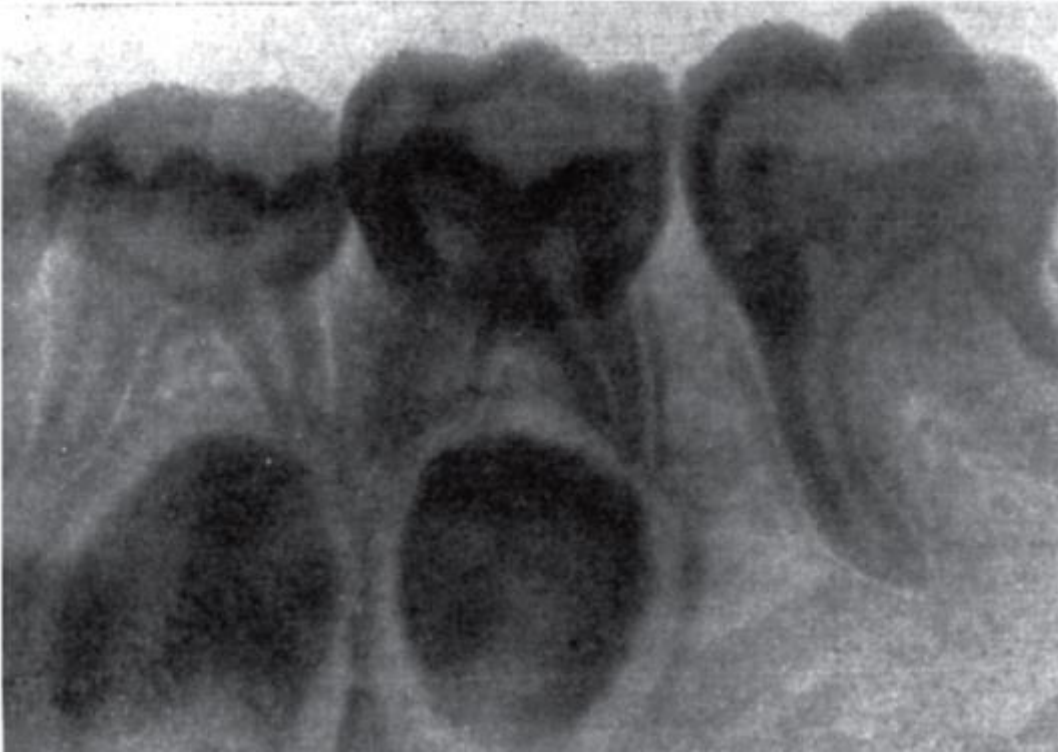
Рентгенограмма временных (молочных) нижних моляров (с зачатками премоляров между их корнями) и постоянного 1-го моляра
